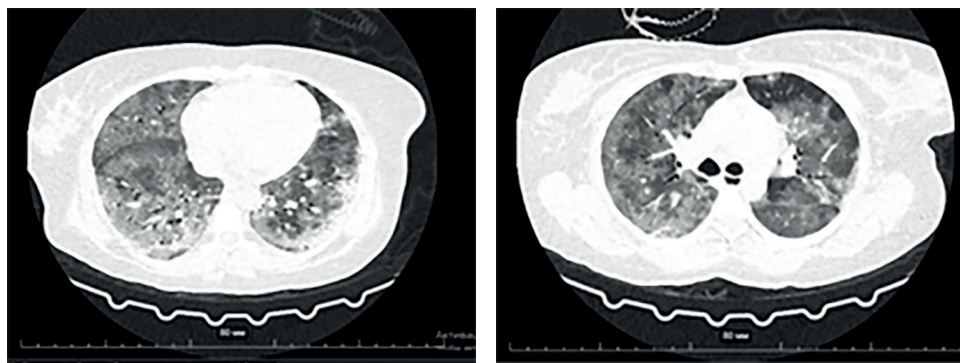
КТ органов грудной клетки: двусторонняя вирусная пневмония в стадии прогрессирования
